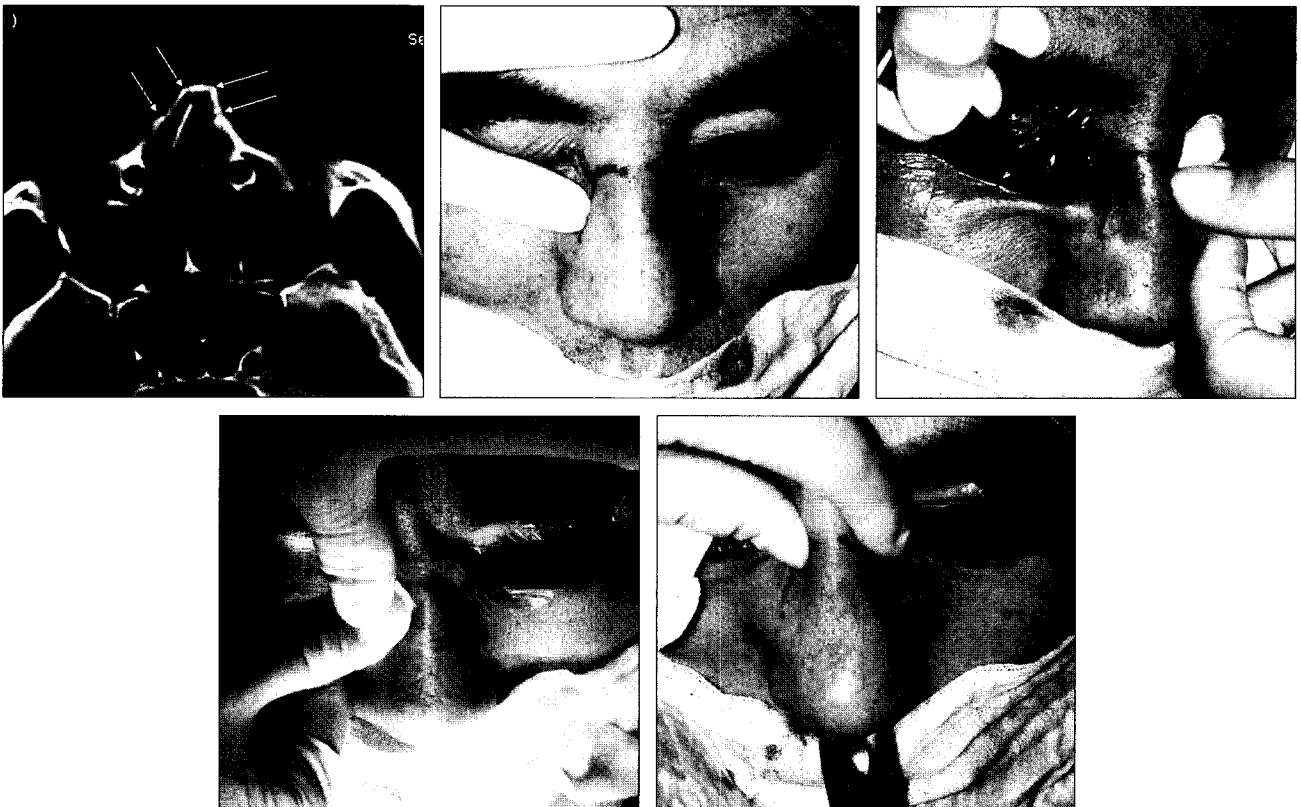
Surgical techniques. (Above, left) Bony malunion sites were identified on CT scans. (Above, center) Bony malunion sites were marked on the nasal skin. (Above, right) The percutaneous osteotomy was performed using a 2 mm osteotome. (Below, left) Refractured bony segments including the bony septum were repositioned in the desired locations using digital pressure. (Below, right) Reposition by an Asche forceps.
